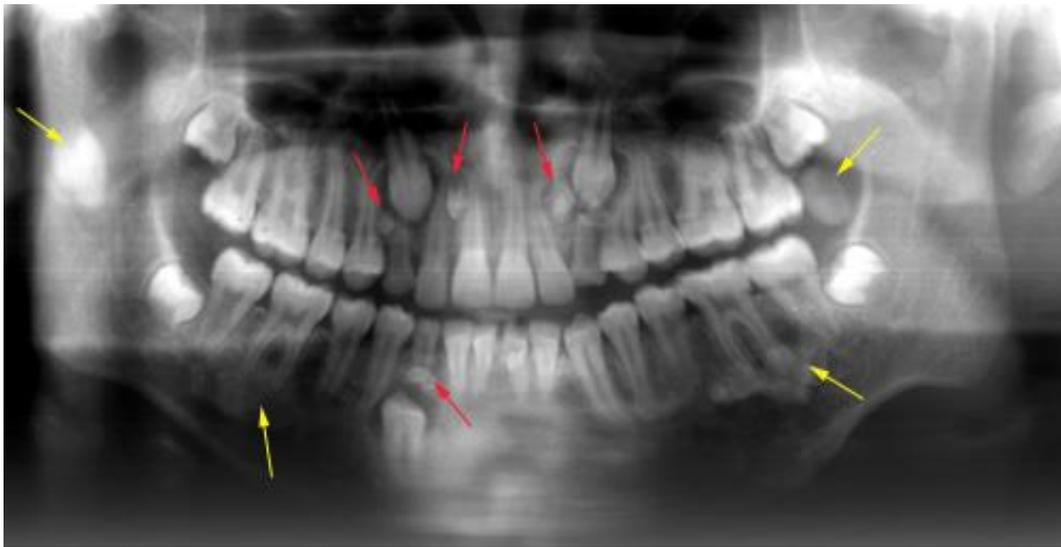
En la radiografía panorámica se aprecian múltiples microdientes supernumerarios (odontomas compuestos) en maxilar superior e inferior (flechas rojas) que están produciendo la impactación de los caninos superiores y el canino inferior derecho; también se observan osteomas (flechas amarillas) uno de ellos proyectado en la rama ascendente derecha y el otro en el borde anterior de la rama ascendente izquierda. Imagen tomada de www.cdi.com.pe/caso-25/sindrome-de-Gardner.
